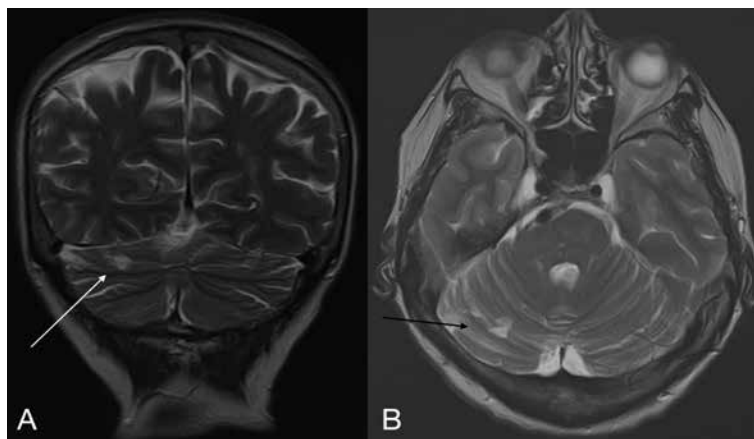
А – МРТ головного мозга (коронарный срез) и В – МРТ головного мозга (аксиальный срез) – определяется очаг ишемии в правом полушарии мозжечка (белая и черная стрелки)
